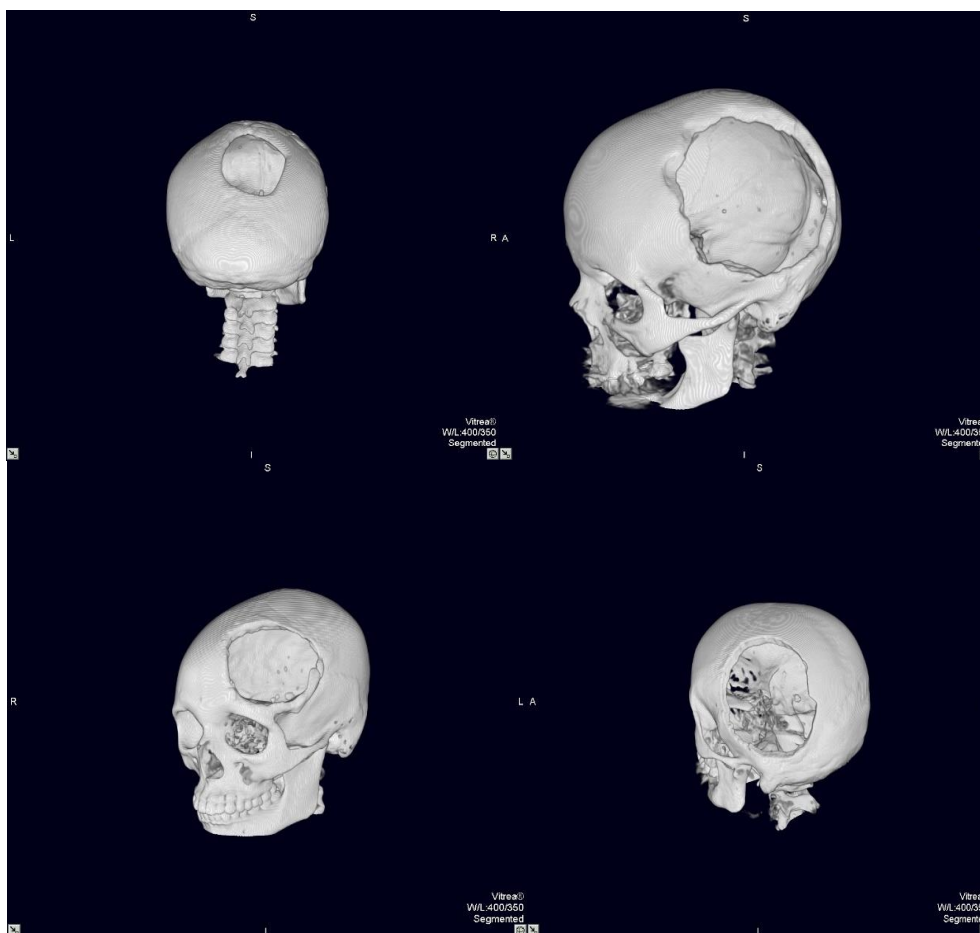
МСКТ головного мозга больных в 3D изображении с дефектами черепа
